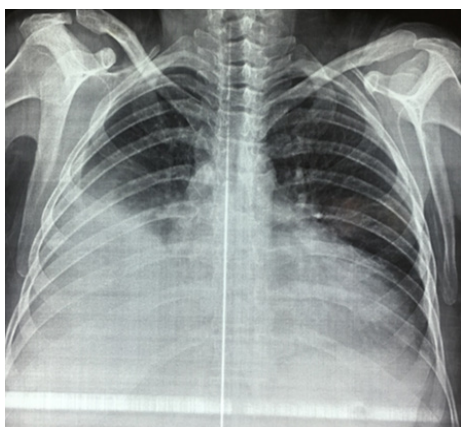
Radiographie thoracique montrant une opacité de type pleural droite
